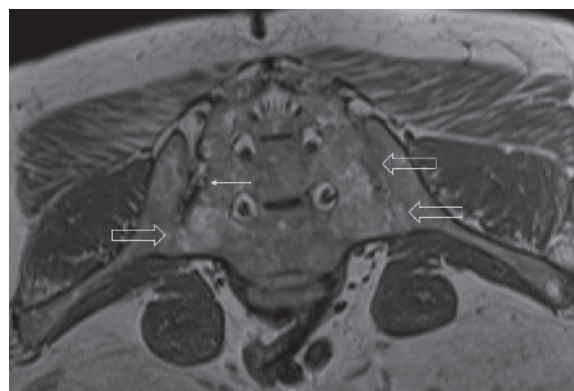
Магнитно-резонансная томография (T1-взвешенное изображение в косой корональной проекции). Протяженные участки анкилоза крестцово-подвздошных суставов (толстые стрелки), субхондральная киста правой латеральной массы крестца (тонкая стрелка). При магнитно-резонансной томографии крестцово-подвздошных сочленений с обеих сторон определяются крупные зоны анкилоза (суставные щели полностью облитерированы на 1/3 поверхности сустава справа, на 2/3 поверхности слева, что соответствует III рентгенологической стадии сакроилиита справа, IV стадии слева по Келлгрэну). На остальных участках суставной хрящ неравномерно истончен, суставные поверхности неровные за счет множественных эрозий справа, единичных – слева. Определяются единичные мелкие (4 мм) субхондральные кисты справа
